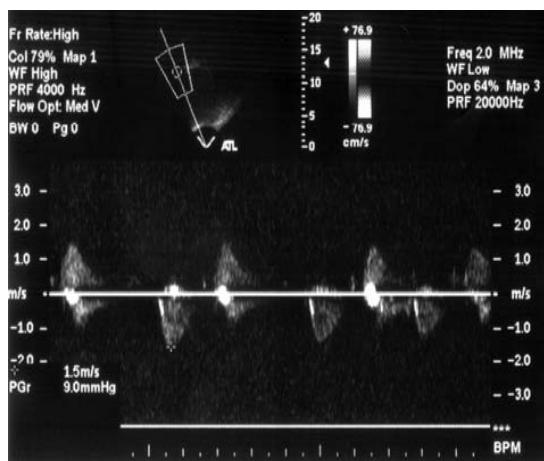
Imagem de Doppler Contínuo do fluxo aórtico em pós-operatório de estenose de valva aórtica. Fonte: Croti (2006).
